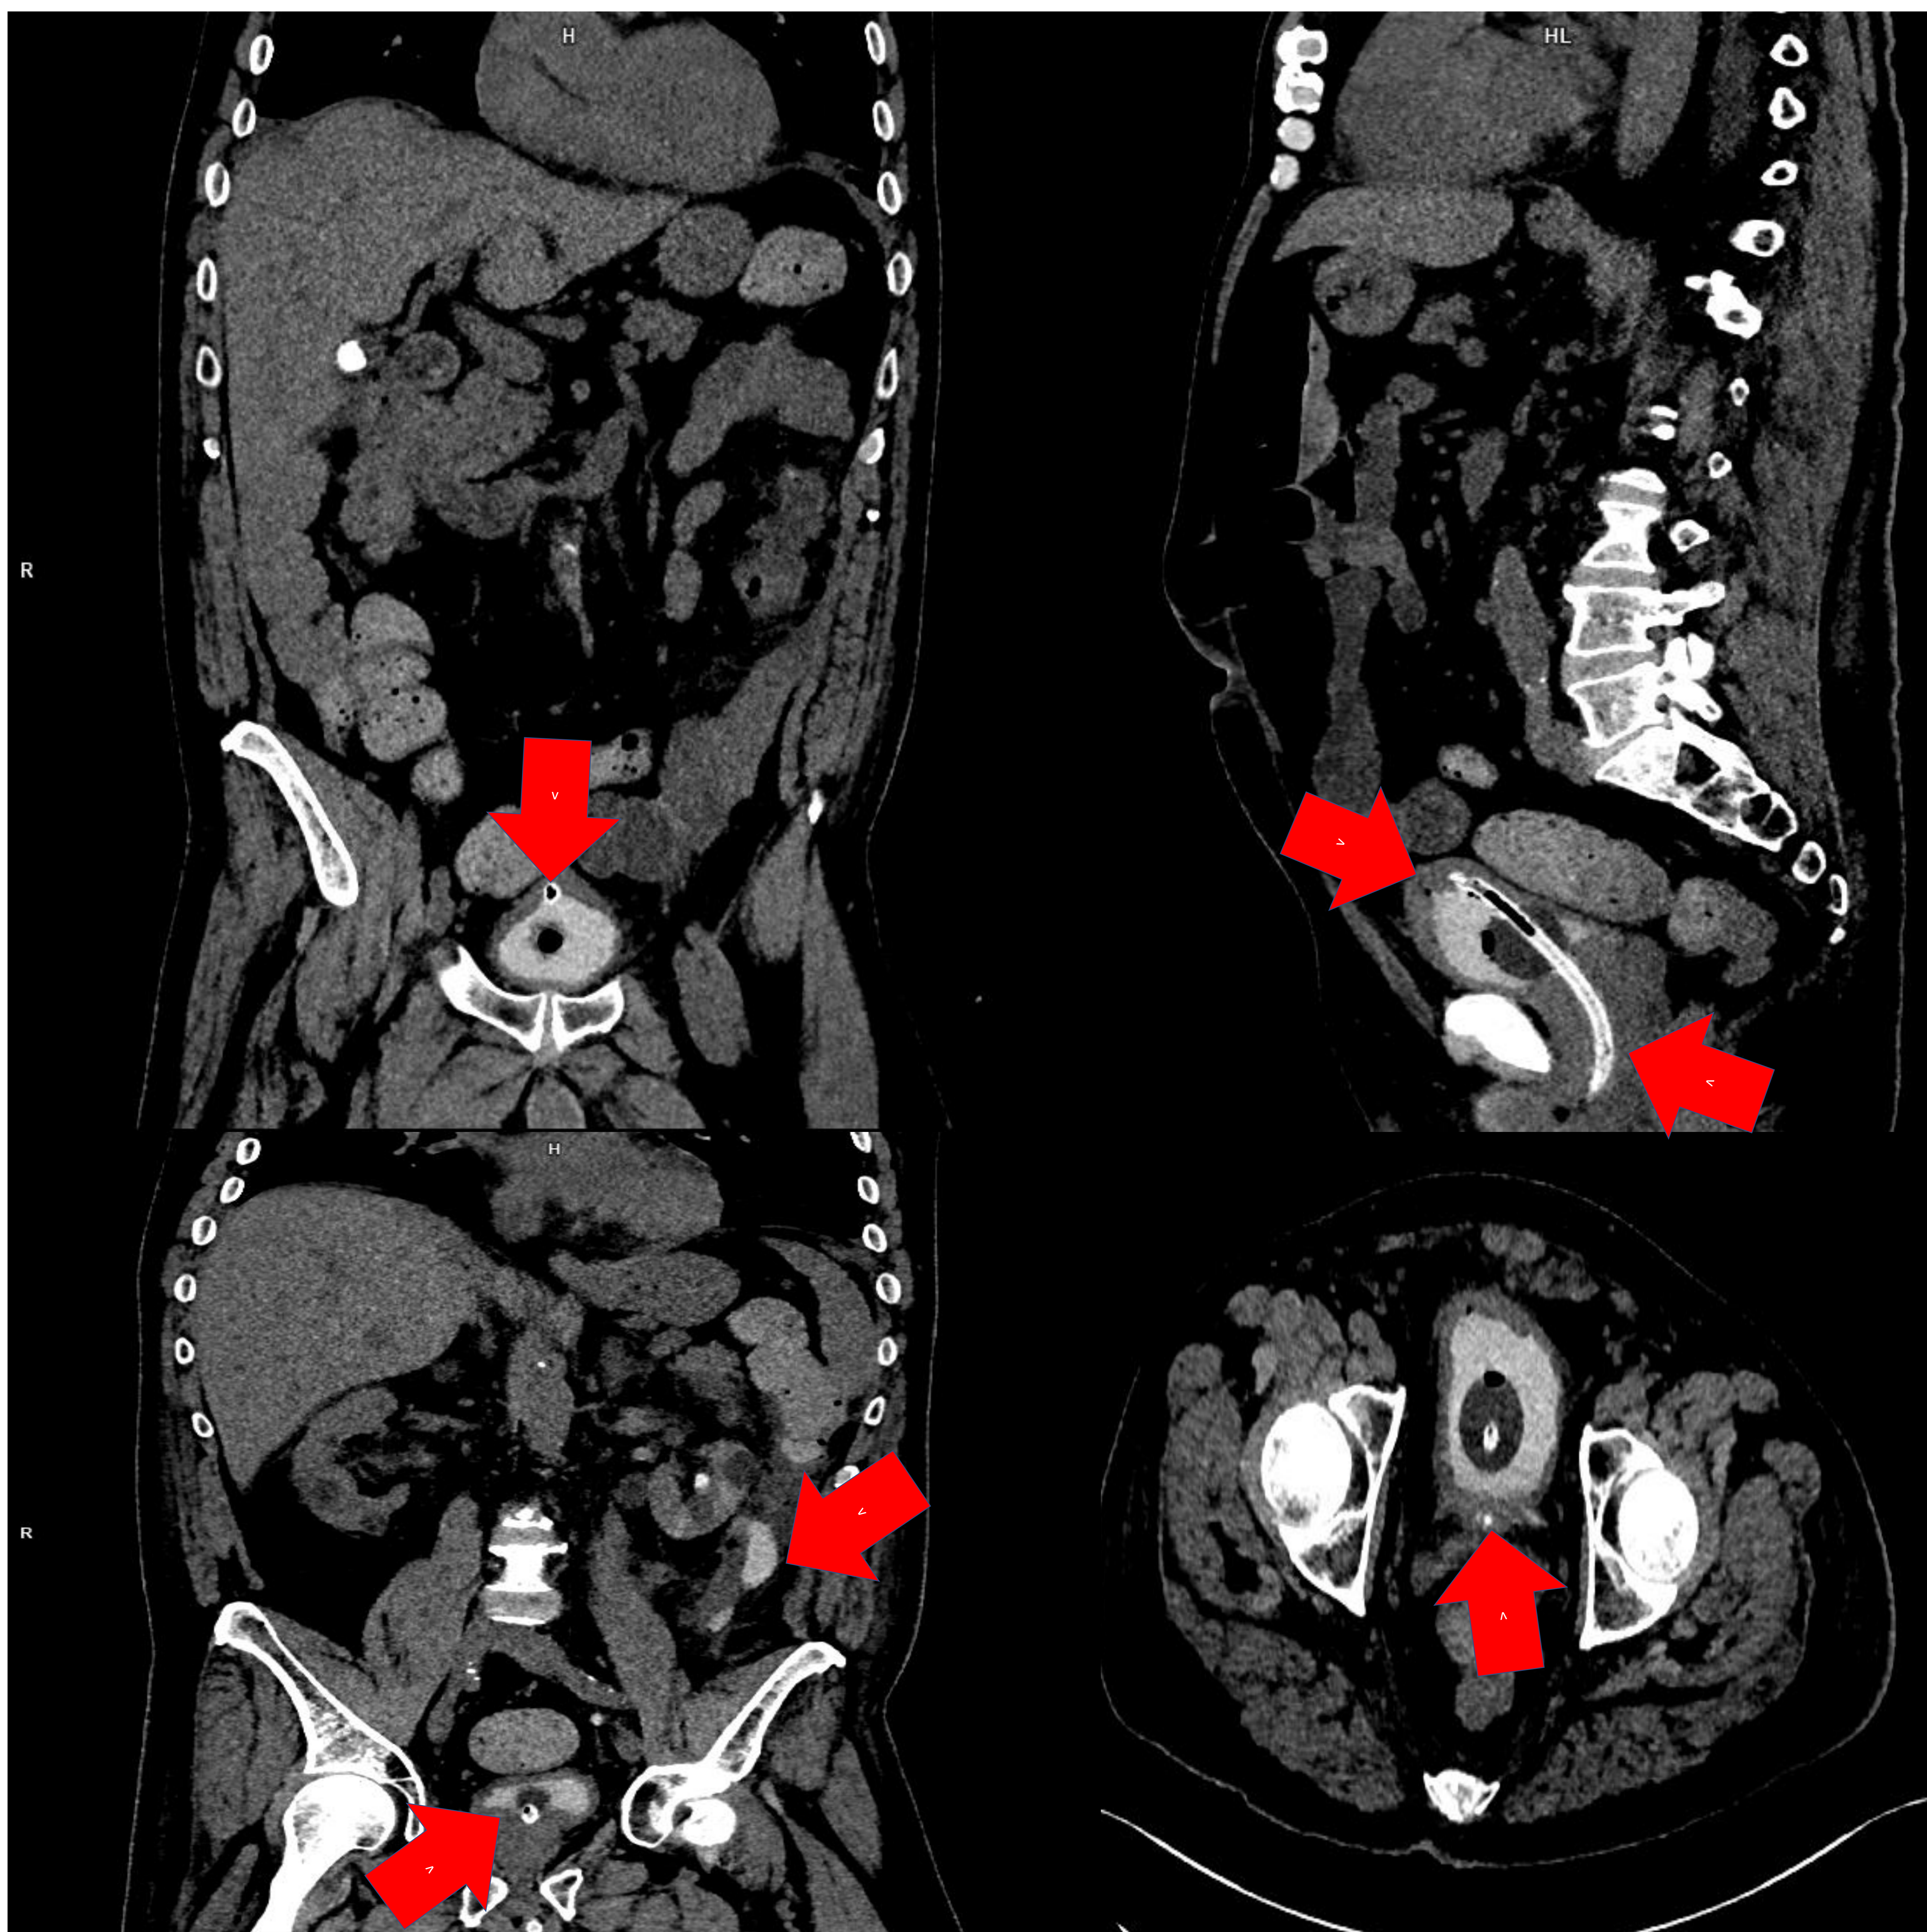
(TC coronal, sagital, coronal y axial sin contraste).
